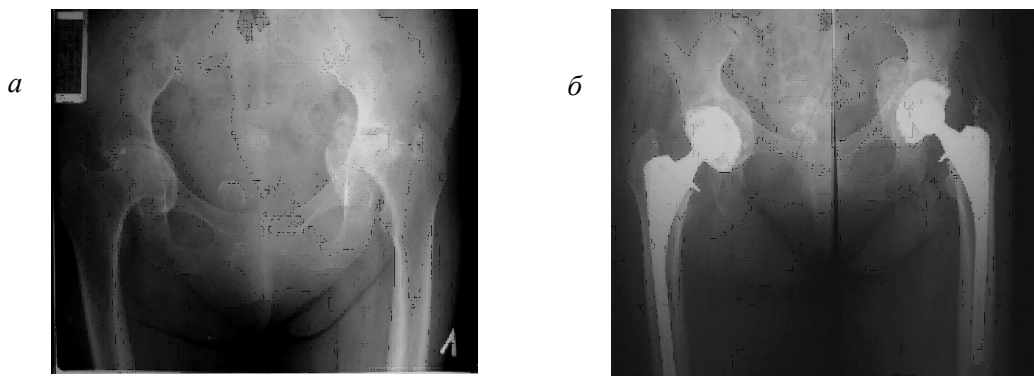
Рентгенограммы больной Б., 52 лет, с ревматоидным артритом с двусторонними протрузионными изменениями вертлужной впадины до (а) и после двустороннего двухэтапного эндопротезирования бесцементной системой ОРТЭН с пластикой дна костными ауто трансплантатами (б)
